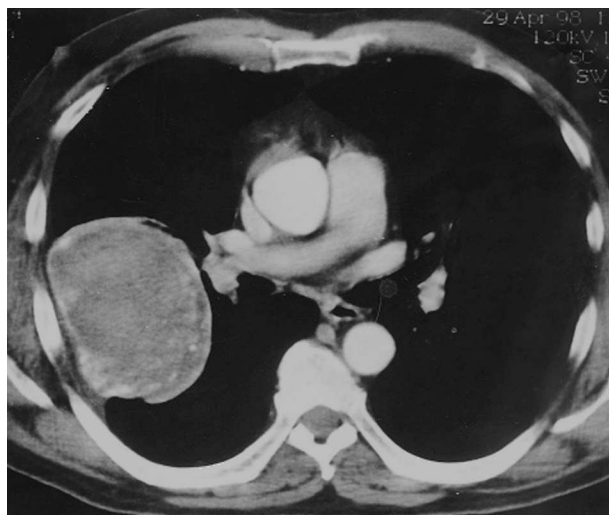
TC torácica que evidencia una gran masa en el hemitórax derecho, en contacto con la pared torácica.
